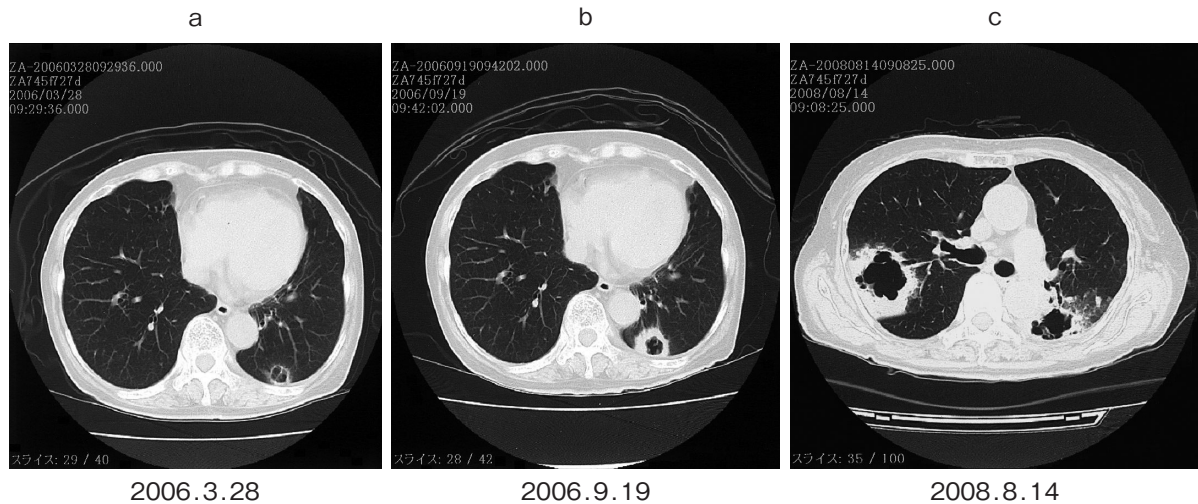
Clinical course on chest Computed tomography. a: Computed tomography scan showing the mass with cavitation in the left lower lobe (S10) in March 2004. b: Computed tomography scan showing the growing mass with cavitation in September 2004. c: Computed tomography scan showing the enlarged tumors with cavitation in August 2008.
